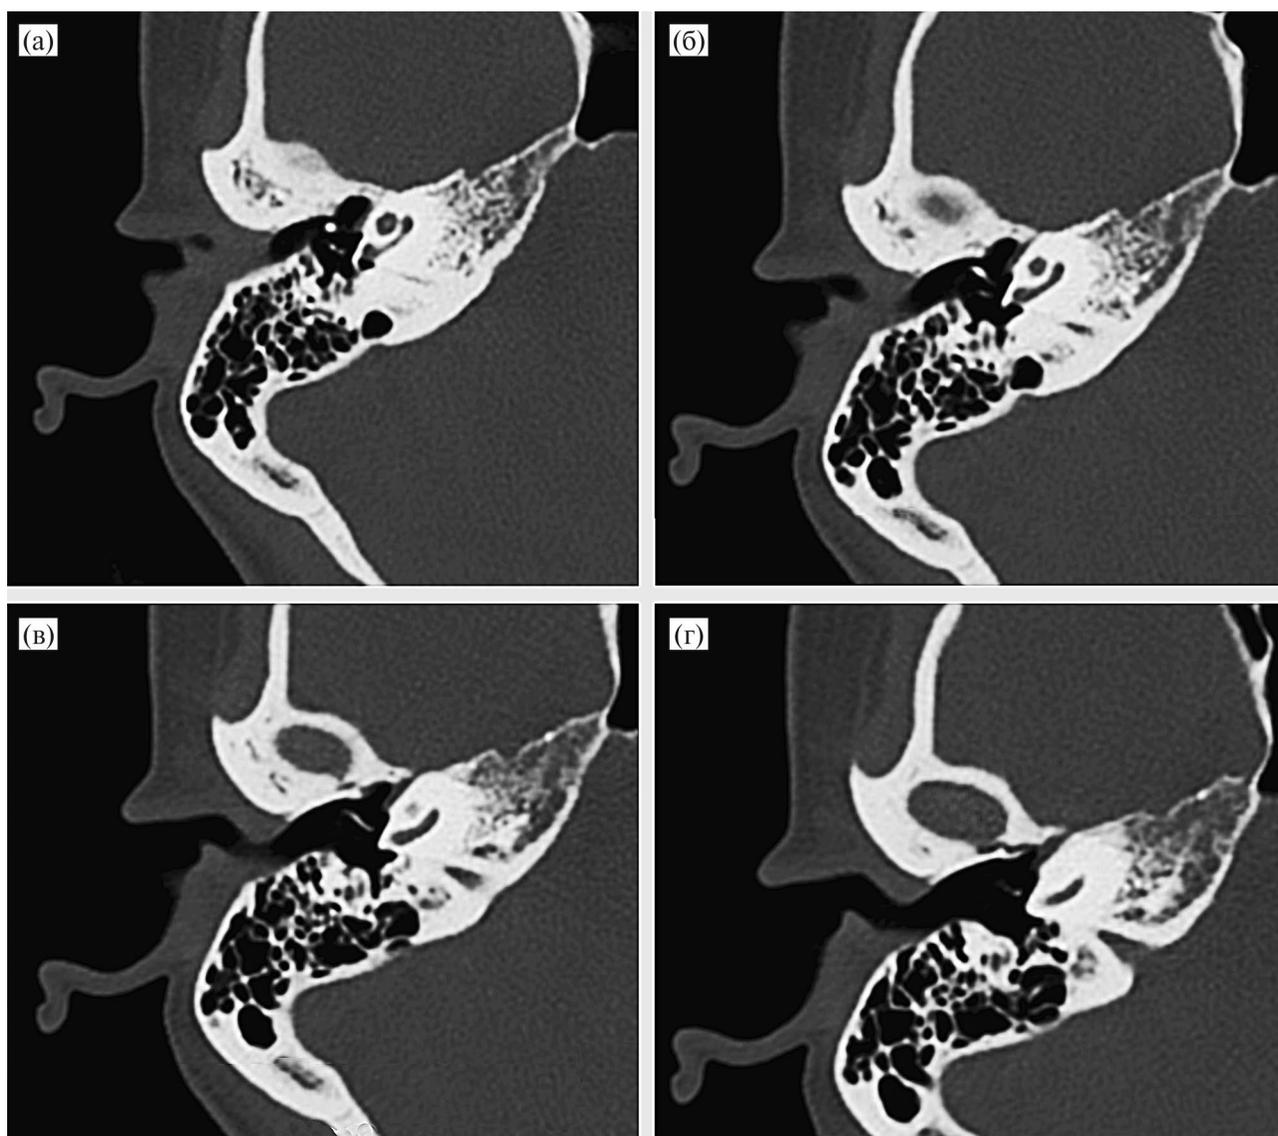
Водопровод улитки в норме. Женщина 35 лет. Аксиальная проекция, шаг томографа 0.625 мм.
